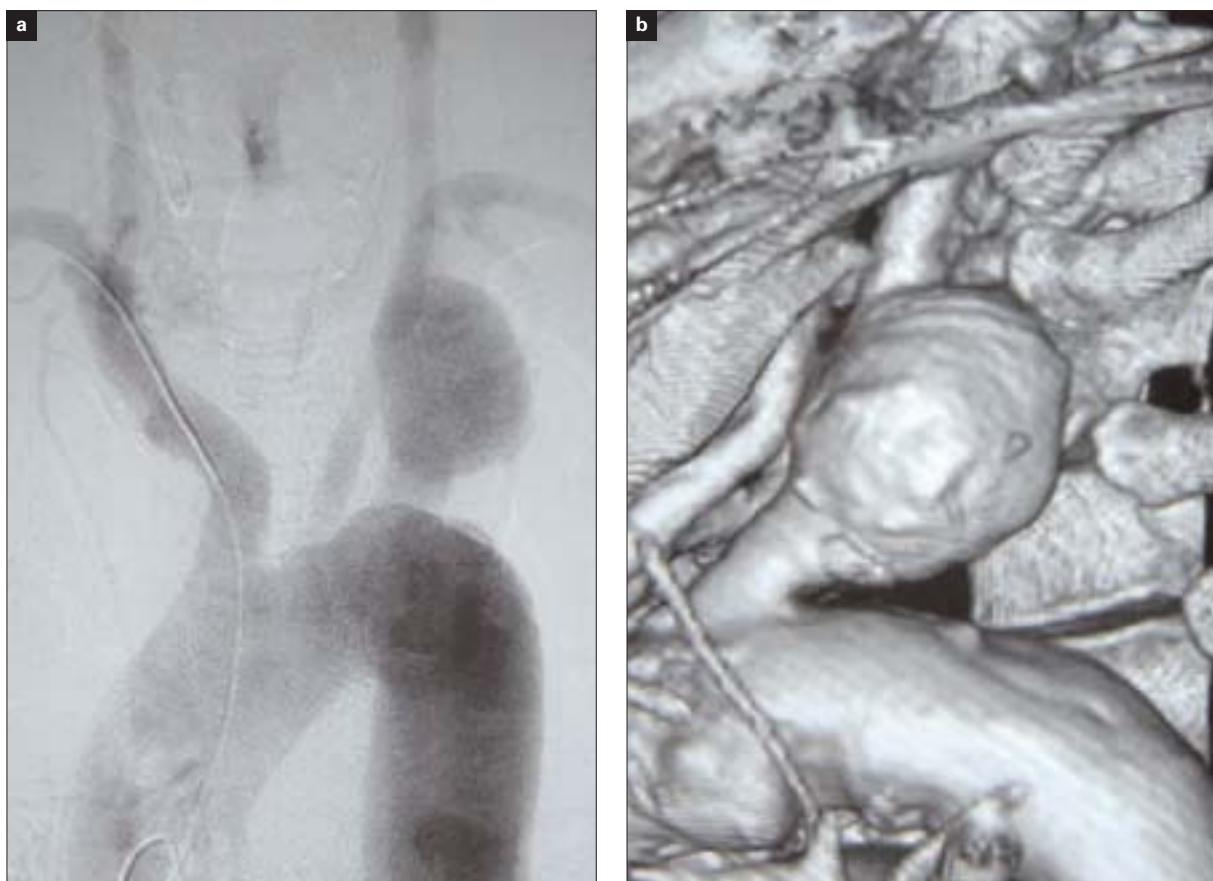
Arteriografía (a) y reconstrucción tridimensional (b) de la tomografía computarizada multicorte del aneurisma de arteria subclavia izquierda.
